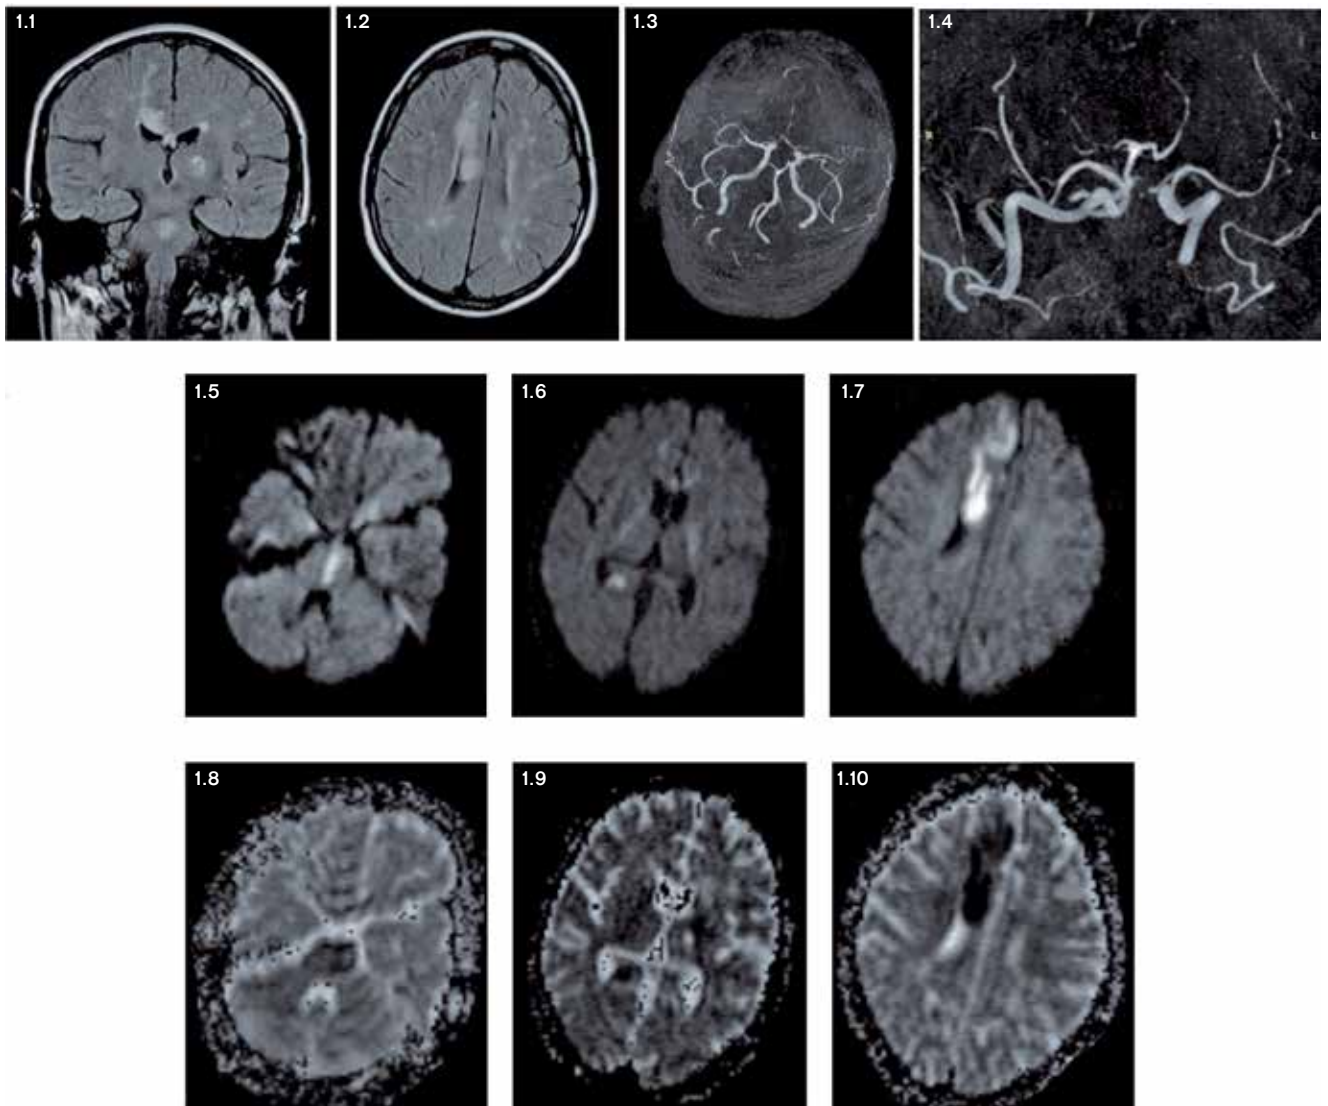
przedstawia wynik dwufazowego badania MR mózgowia w sekwencji FLAIR (ryc. 1.1, 1.2) z opcją angiogramu (ryc. 1.3, 1.4) i obrazowaniem dyfuzji (ryc. 1.5-1.7) oraz mapowaniem ADC (ryc. 1.8-1.10).
